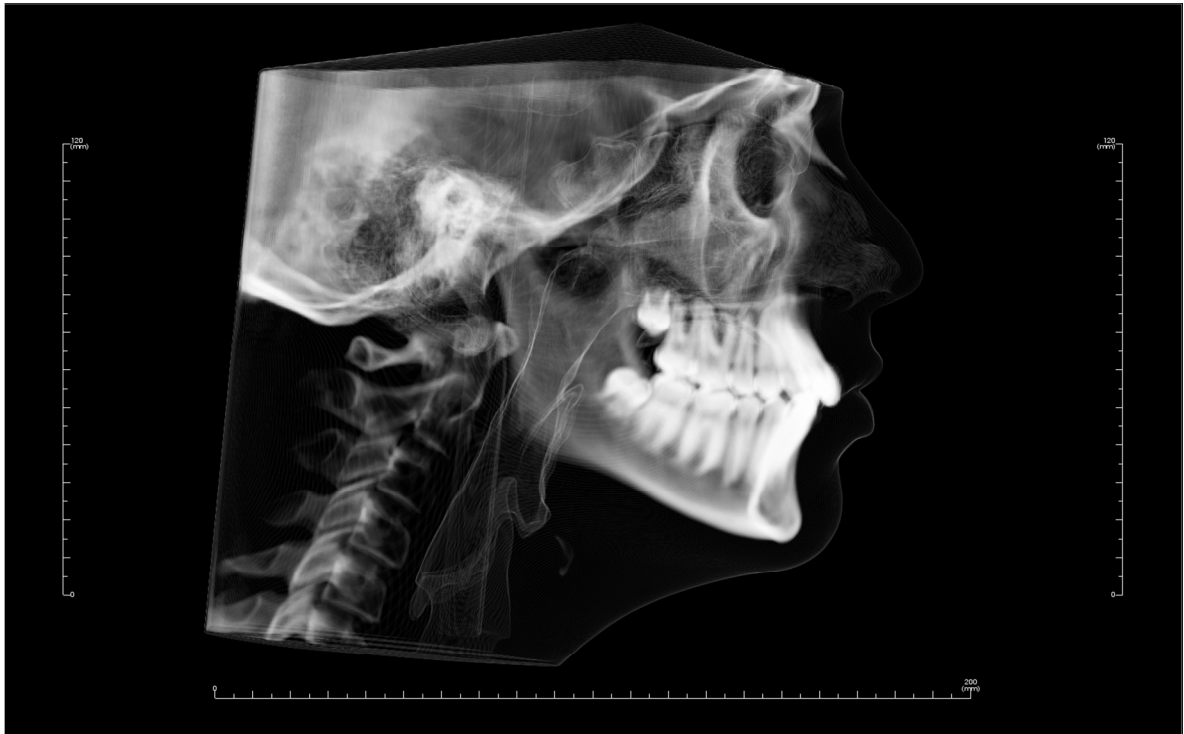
2D-Ferröntgenansicht des IADR-DVT-Datensatzes im Bildmodus *Xray + Soft Tissue*
